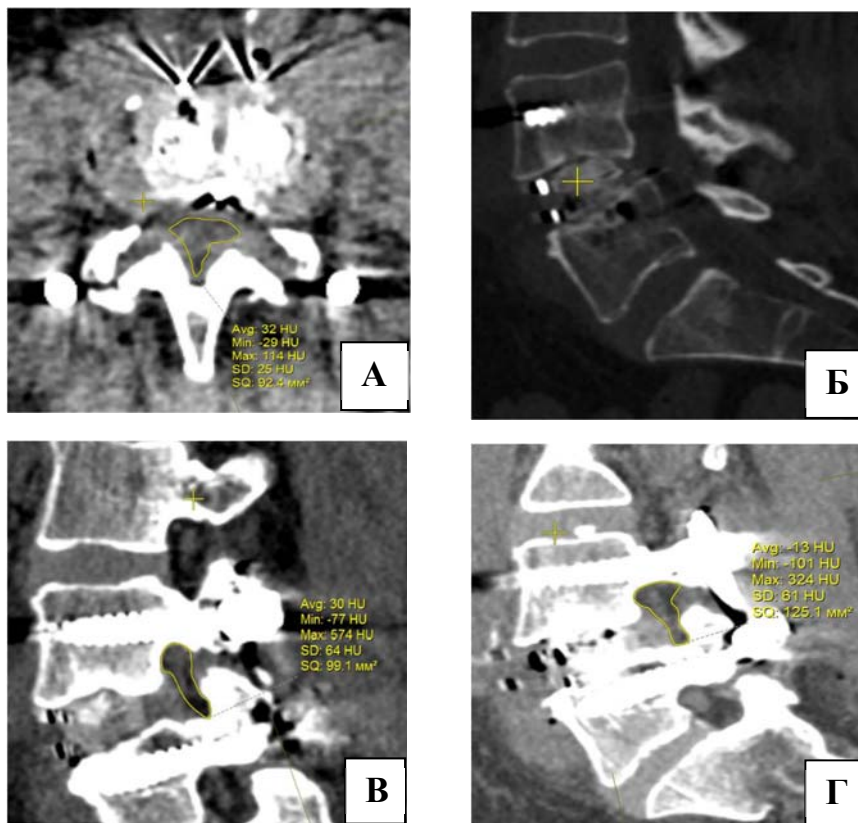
Данные послеоперационного КТ исследования: аксиальная КТ реконструкция после оперативного вмешательства (А), сагиттальная КТ реконструкция после оперативного вмешательства (Б), КТ срез через правую форамину (В), КТ срез через левую форамину (Г)
